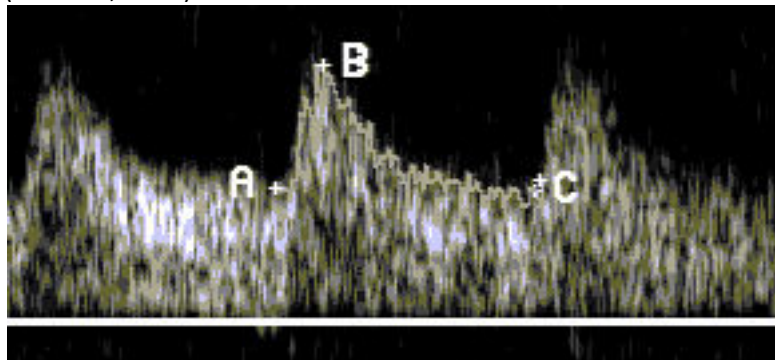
Imagini Doppler normale pe a. uterină maternă (cazuistica Clinicii de Obstetrică “Dr. I. Cantacuzino”)
